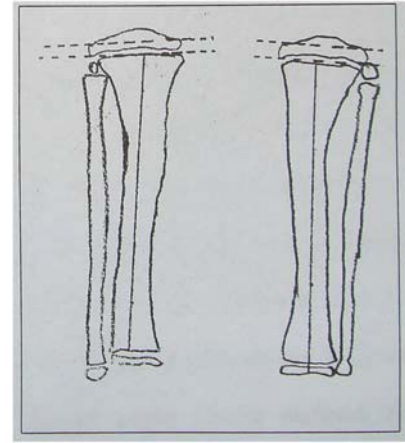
Radiografia bolnavului D. 4 ani, maladia Blount, deformitate de varus, gradul II (mama copilului cu maladia Blount – Bilateral)
